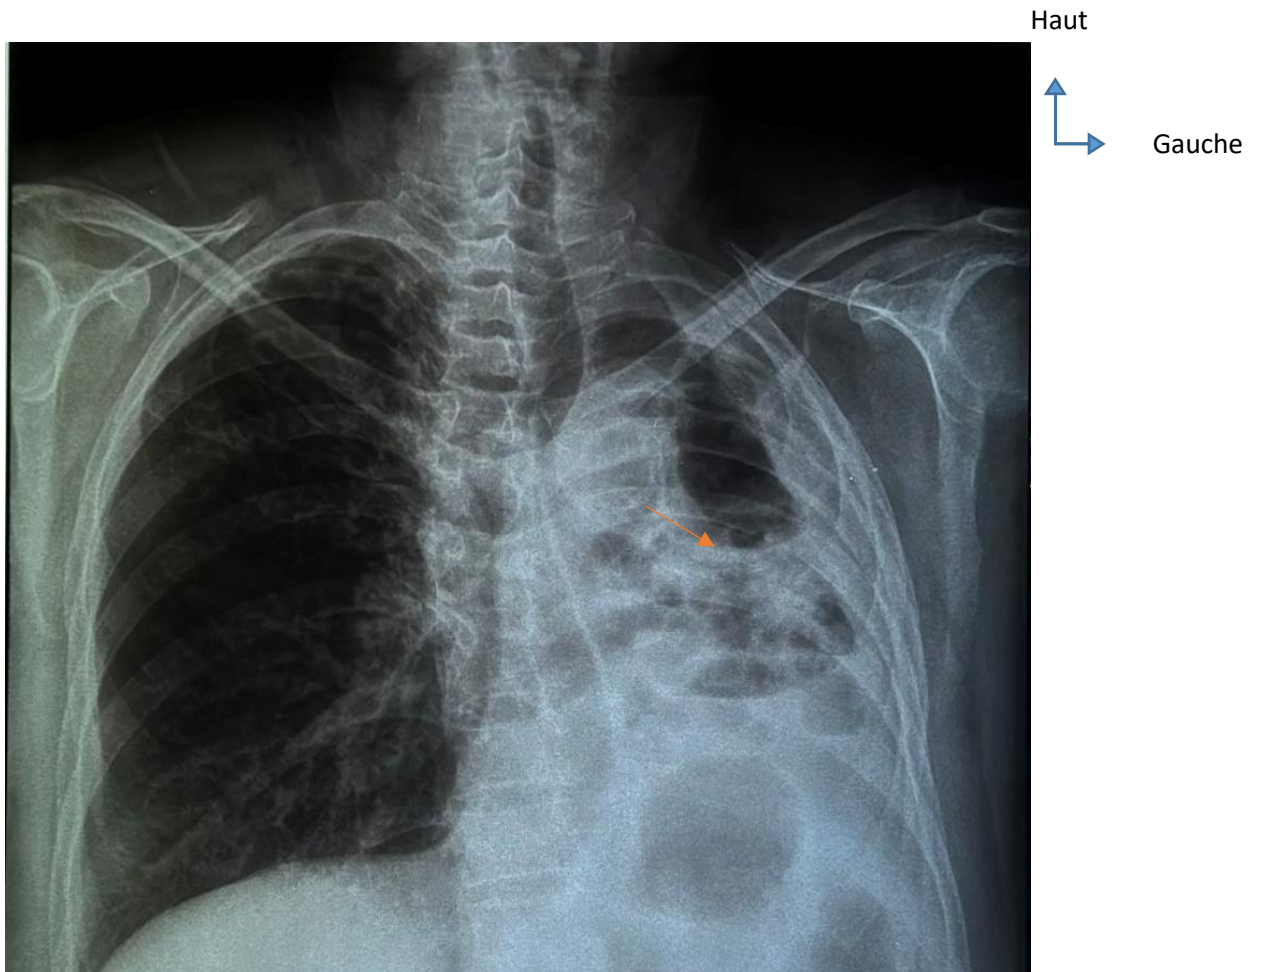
Radiographie thoracique de face montrant multiples formations radio claires ovalaires à paroi épaisse par endroit compatible avec des foyers de DDB kystiques (flèche)
